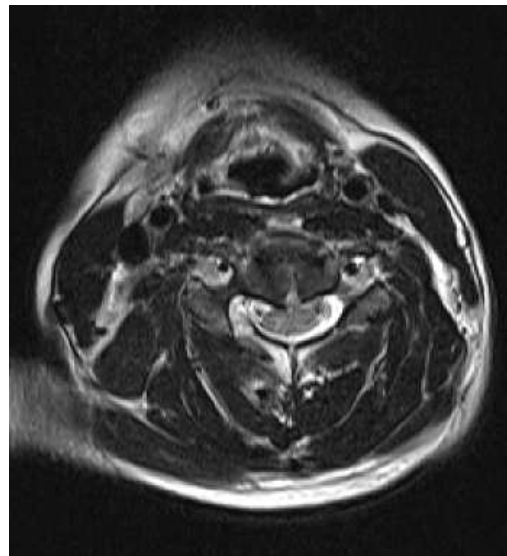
Pre OP state of C-spine MRI axial view 2014. 7. 17
